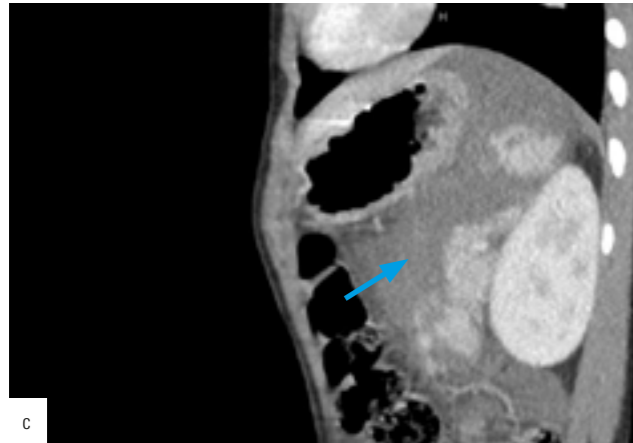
a,b,c,d: Kontrastmittel gestützte Computertomographie des Abdomens mit Milzruptur Grad IV (rupturierte Milz mittels der Pfeile markiert).
